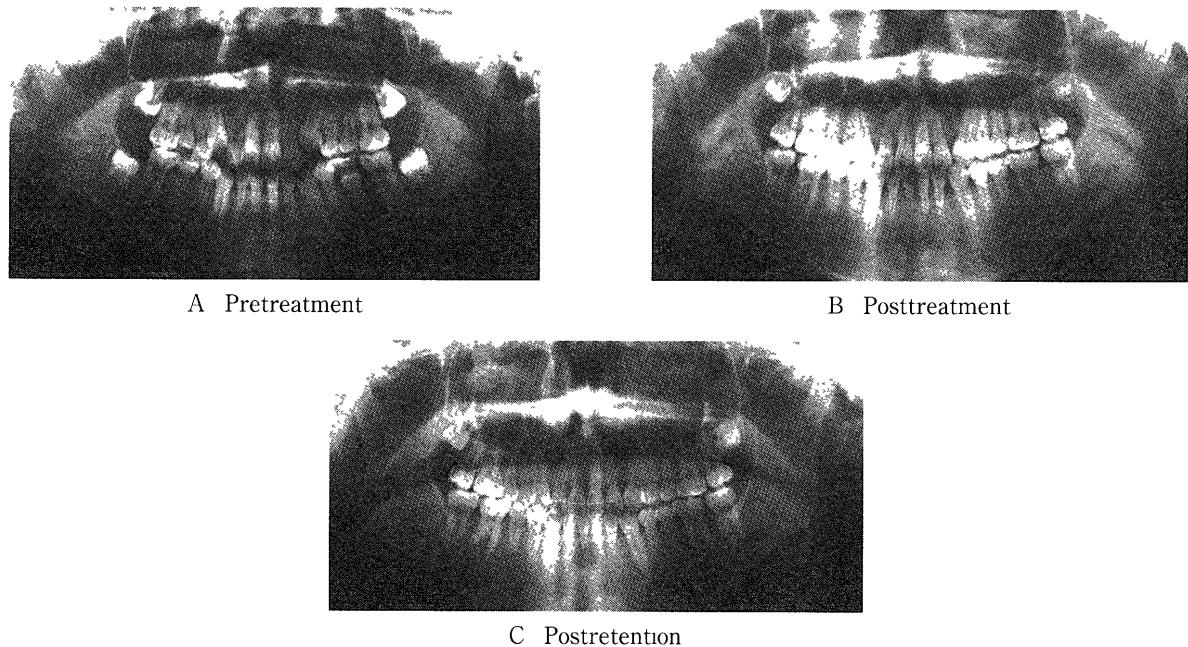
Panoramic radiographs
